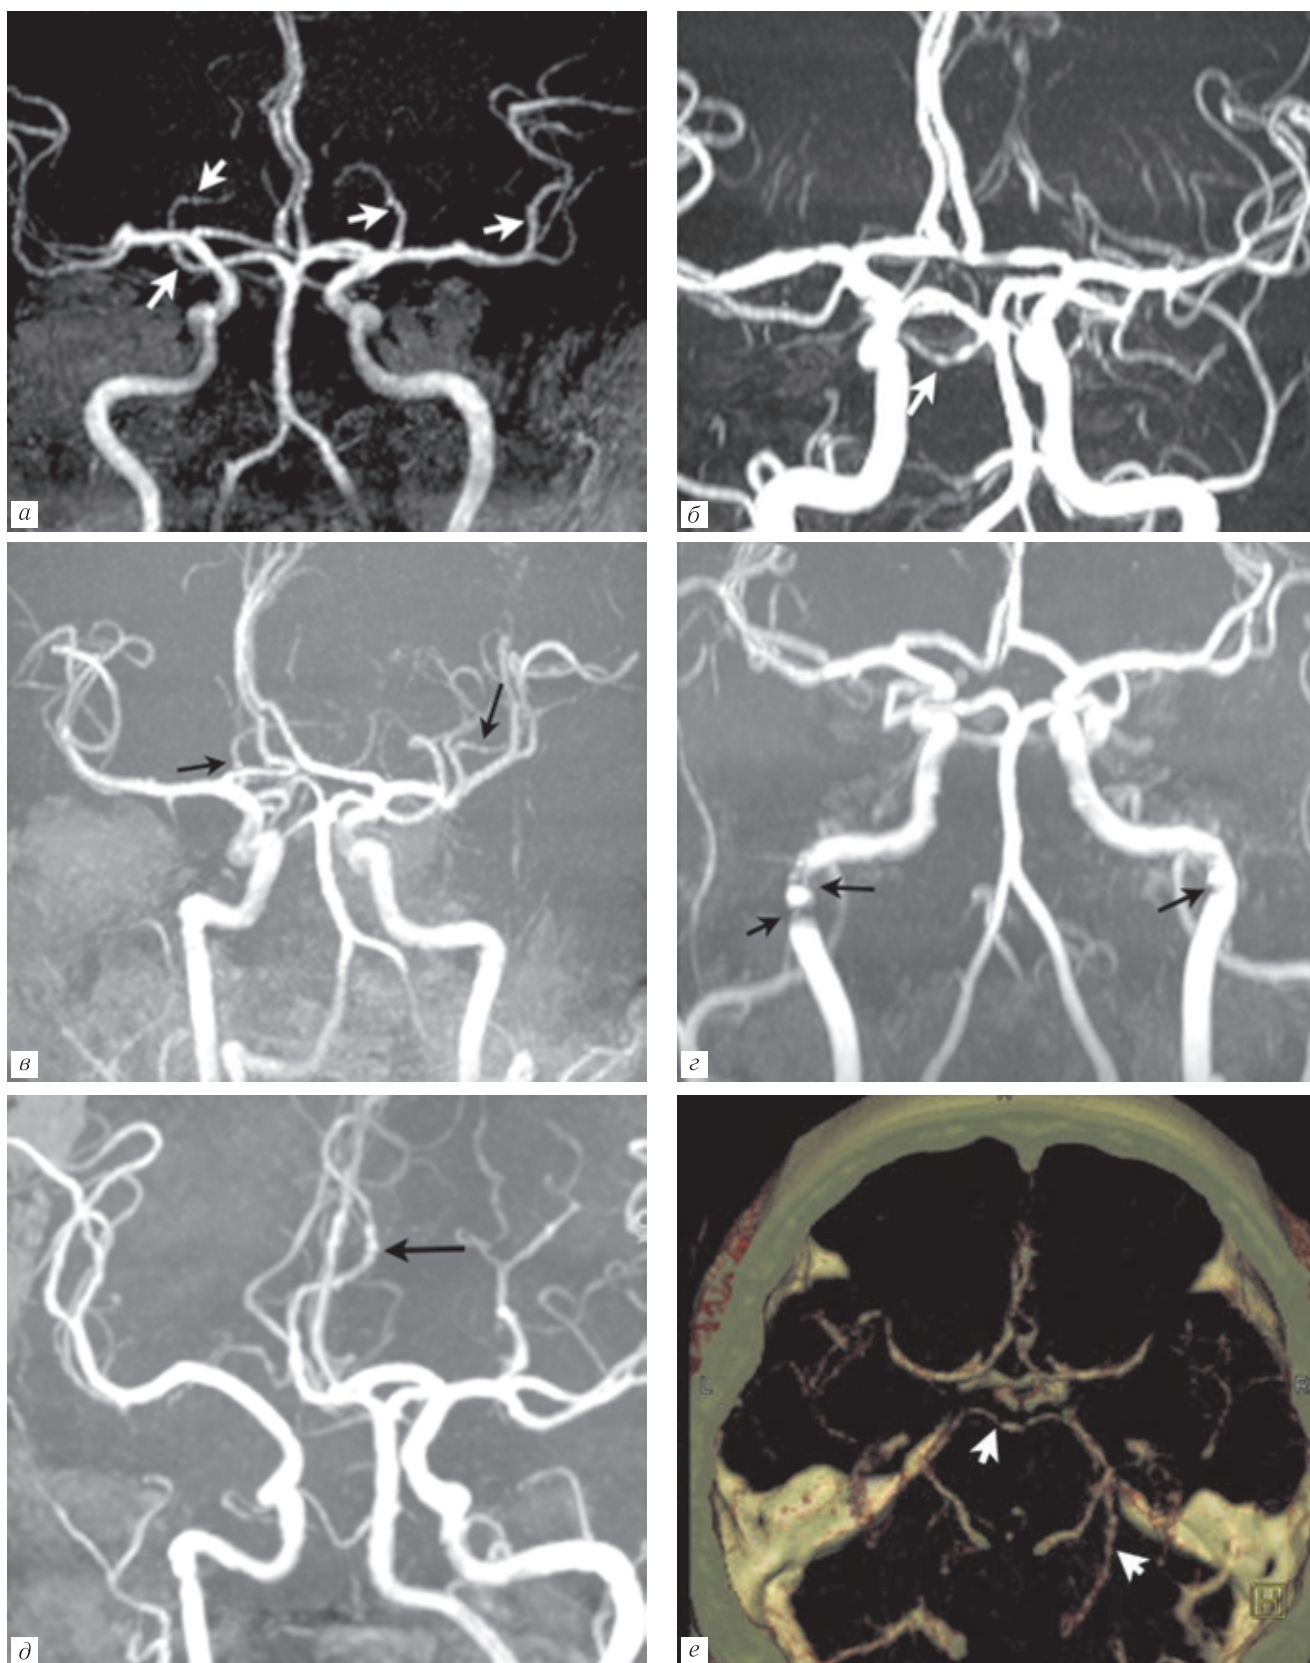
Короткие участки сегментарного спазма интракраниальных артерий (стрелка) у пациентов с СОЦВ при МР-ангиографии (а–д), КТ ангиографии (е)
